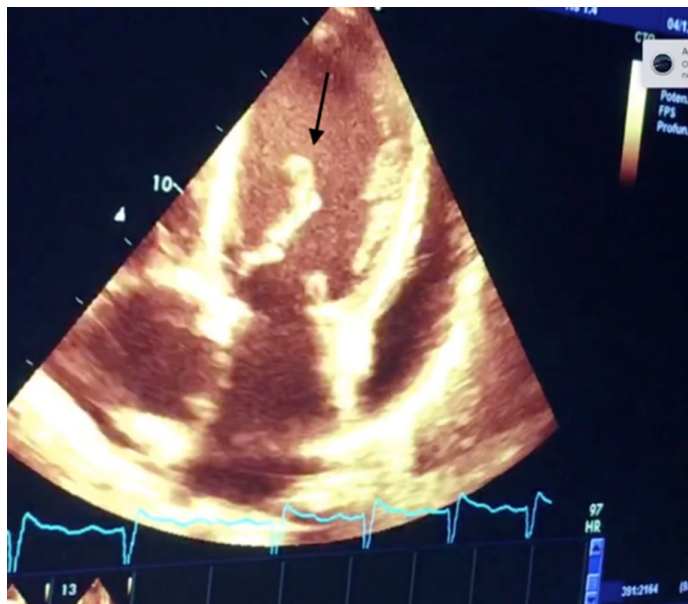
Ecocardiograma transtorácico en el que se observa vegetación en válvula mitral (flecha).
